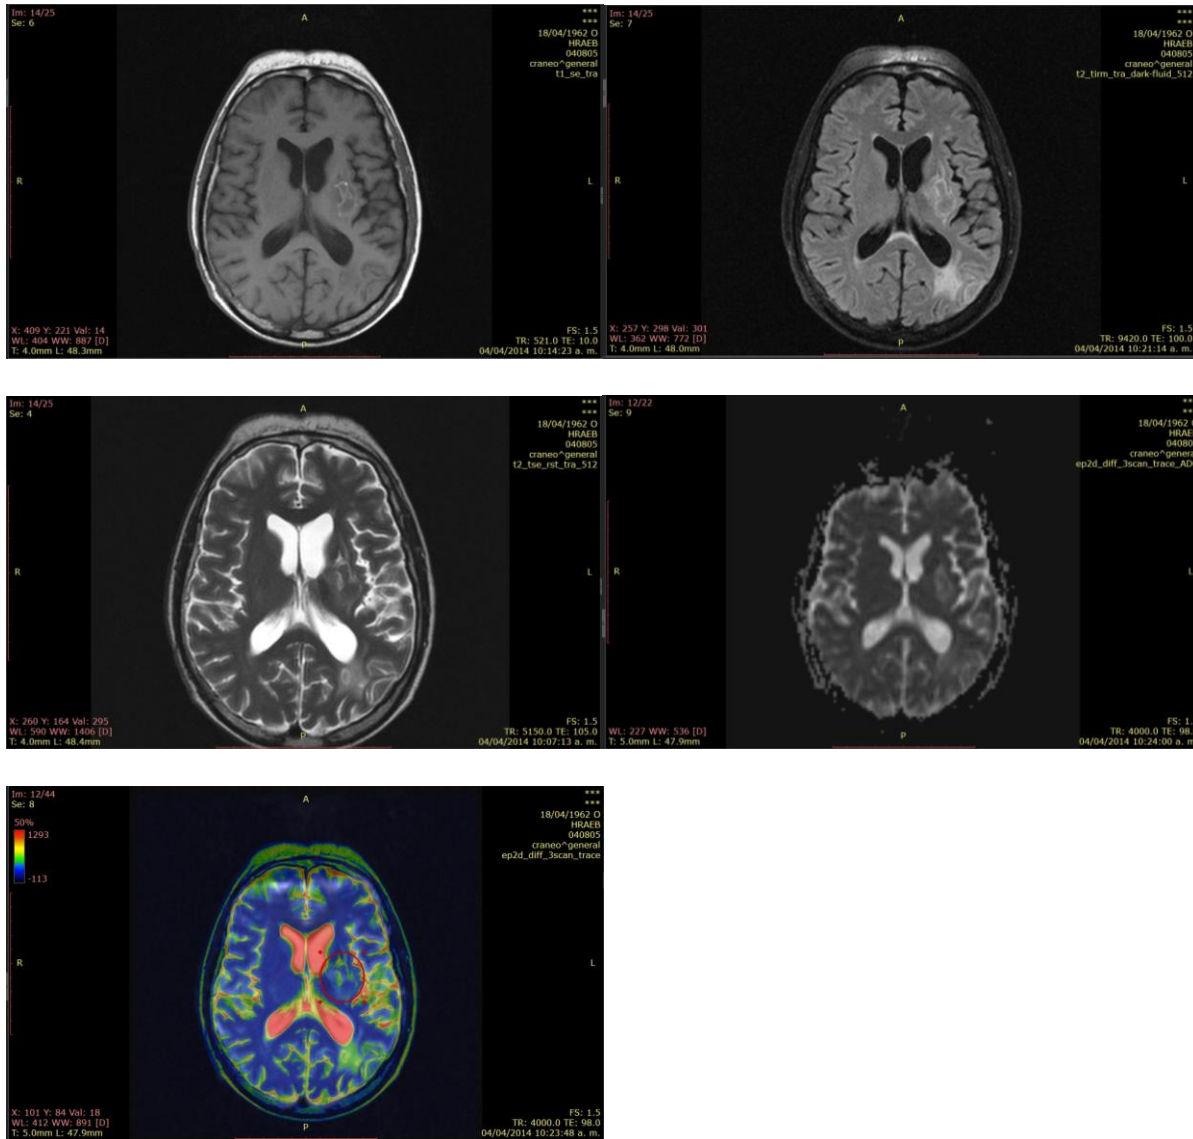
Estudio basal en paciente con diagnóstico de Linfoma primario de SNC donde se puede observar una imagen de aspecto ovoide, de bordes irregulares, bien definidos, de comportamiento heterogéneo en las diferentes secuencias y con discreto edema en la secuencia FLAIR, así como restricción a la difusión
